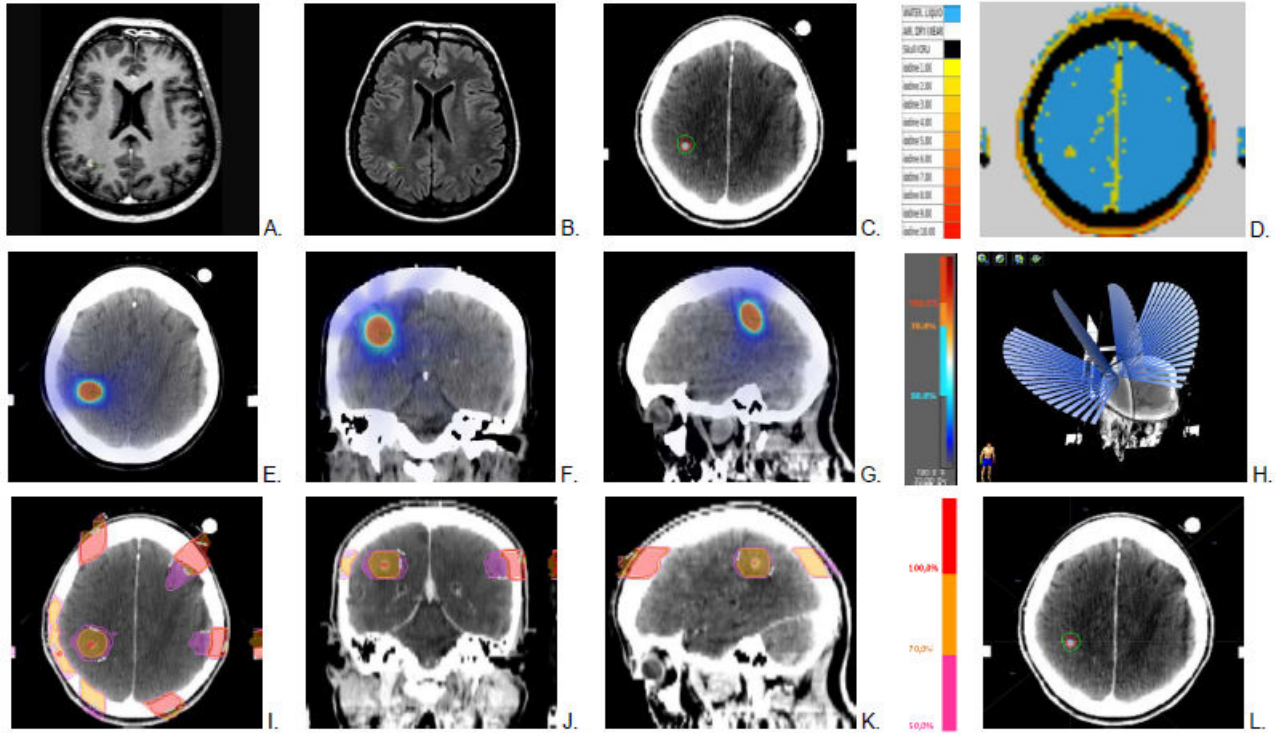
Radio-anatomie de la métastase cérébrale du patient 4 (coupes à l'isocentre de la métastase). (A) IRM T1 avec gadolinium. (B) IRM T2 FLAIR. (C) Scanner dosimétrique après injection du produit de contraste iodé. (D) Segmentation des matériaux iodés dans le TPS ISOgray. (E-G) Dosimétrie de la STEREO. (H) Balistique du traitement STEREO, 4 arcs dynamiques correspondant à 4 angulations différentes de table : 10° , 50° , 270° et 310° . L'angulation couverte par chaque arc s'étalait de 30° à 130° pour les arcs 1 et 2 et de 230° à 330° pour les arcs 3 et 4. Le collimateur multi-lames était tourné en position 270° . (I-K) Dosimétrie pour la SSRT en présence de produit de contraste iodé (SSRT/PdCI). (L) Balistique du traitement SSRT/PdCI, 8 faisceaux coplanaires : 0° , 50° , 90° , 130° , 180° , 230° , 270° , et 310° .
